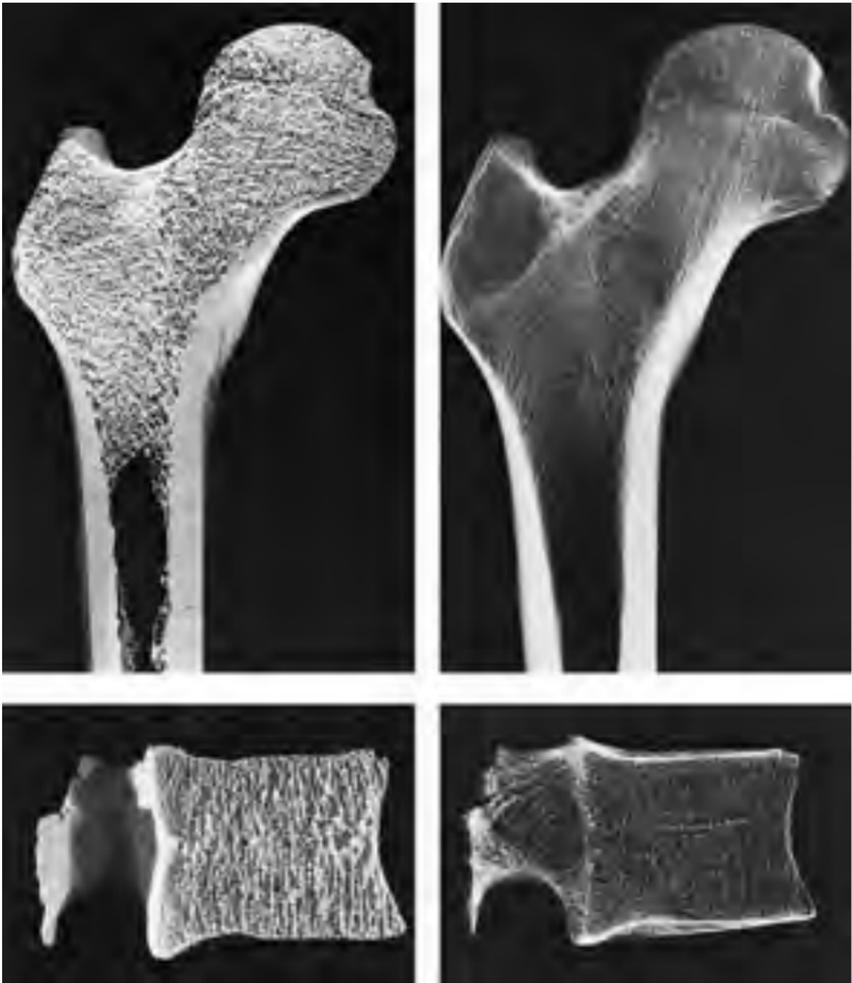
Normale Knochenarchitektur des proximalen Oberschenkels und eines Wirbels: links im anatomischen Längsschnitt und rechts im Röntgenbild. Beachte die filigrane Spongiosastruktur mit den Trajektionslinien und die dicke Kompakta des Röhrenknochens.
